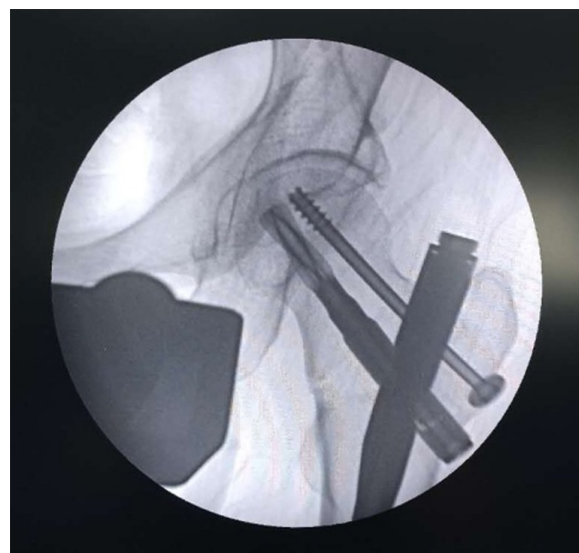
术后髋关节正位X线片, 骨折复位良好, 内固定位置良好
